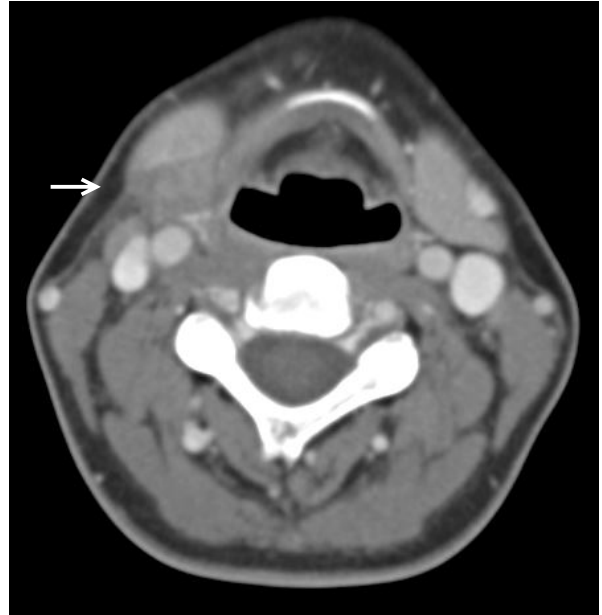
Preoperative Neck CT : About 1.5 x 2.0cm sized well-defined low density mass lesion in right submandibular gland (Arrow).
